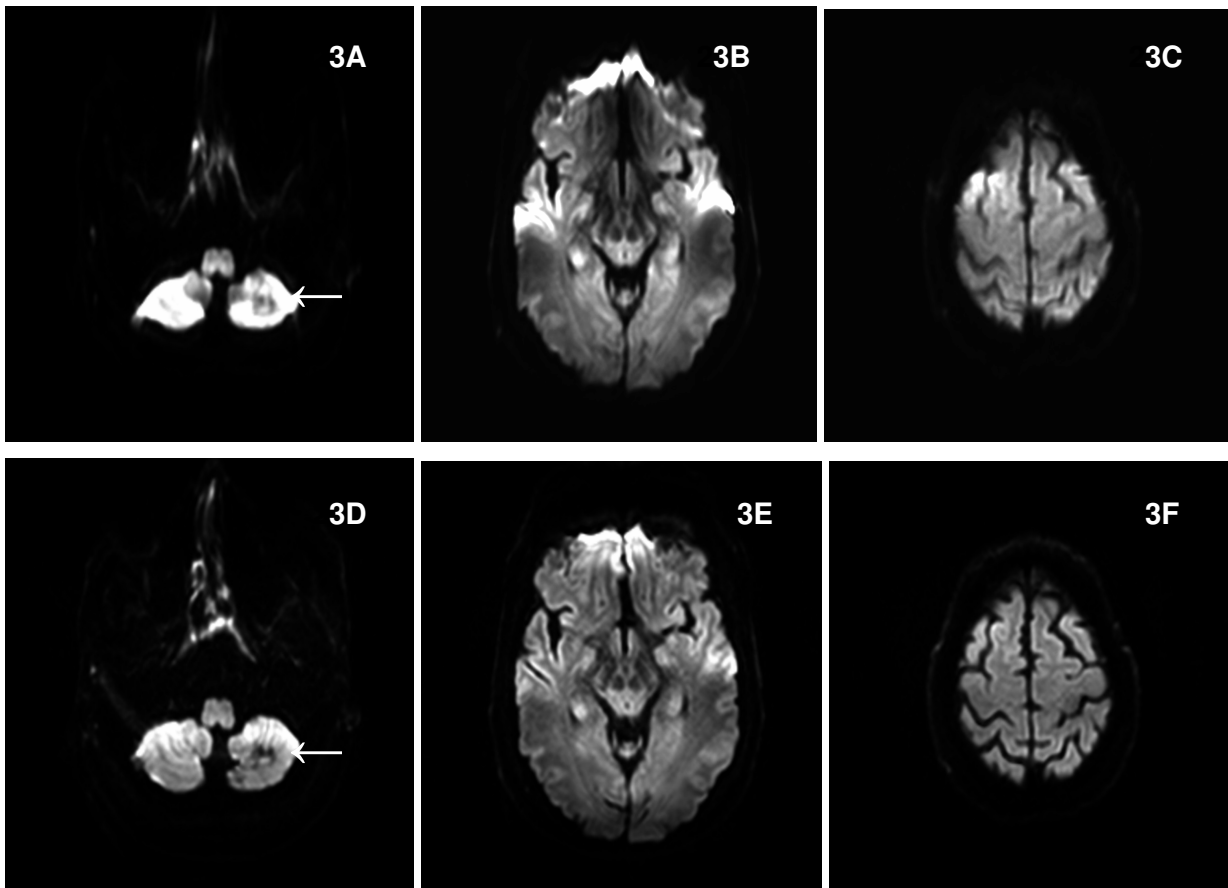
Transversale single-shot DW-MRI bei 3.0T eines 56-jährigen Mannes mit akuter Hemiparese rechts infolge einer Ischämie der linken Capsula Interna bei Zustand nach hämorrhagischem Infarkt des rechten Kleinhirns. Der Vergleich der Bilder erstellt mit konventioneller Phasenkodierung (4283/79, A-C), und mit Paralleler Bildgebung/SENSE (3141/69, Reduktionsfaktor von 3, D-F), zeigt ähnliche SNR und CNR in den unterschiedlichen anatomischen Hirnregionen.
